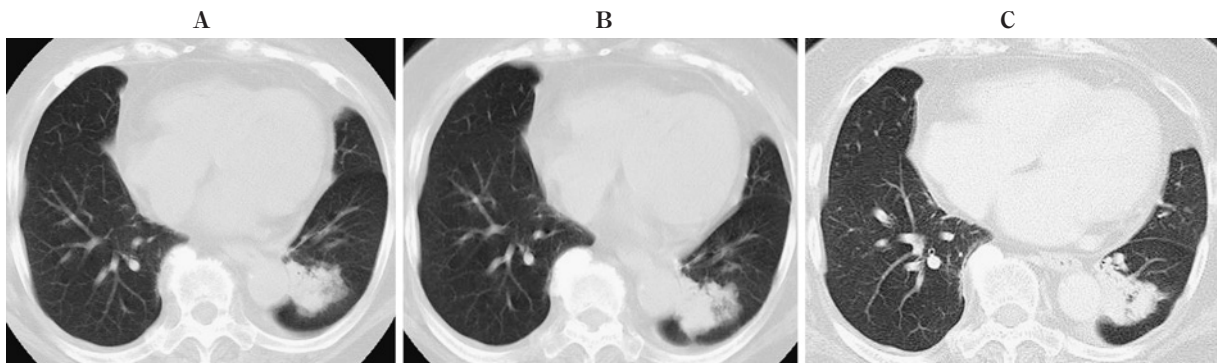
A-C. Chest CT images show a lung nodule that did not change in size but moving toward the left major fissure. The concept of “correcting nodule size” is important in considering a slow-growing tumor with central scar.
